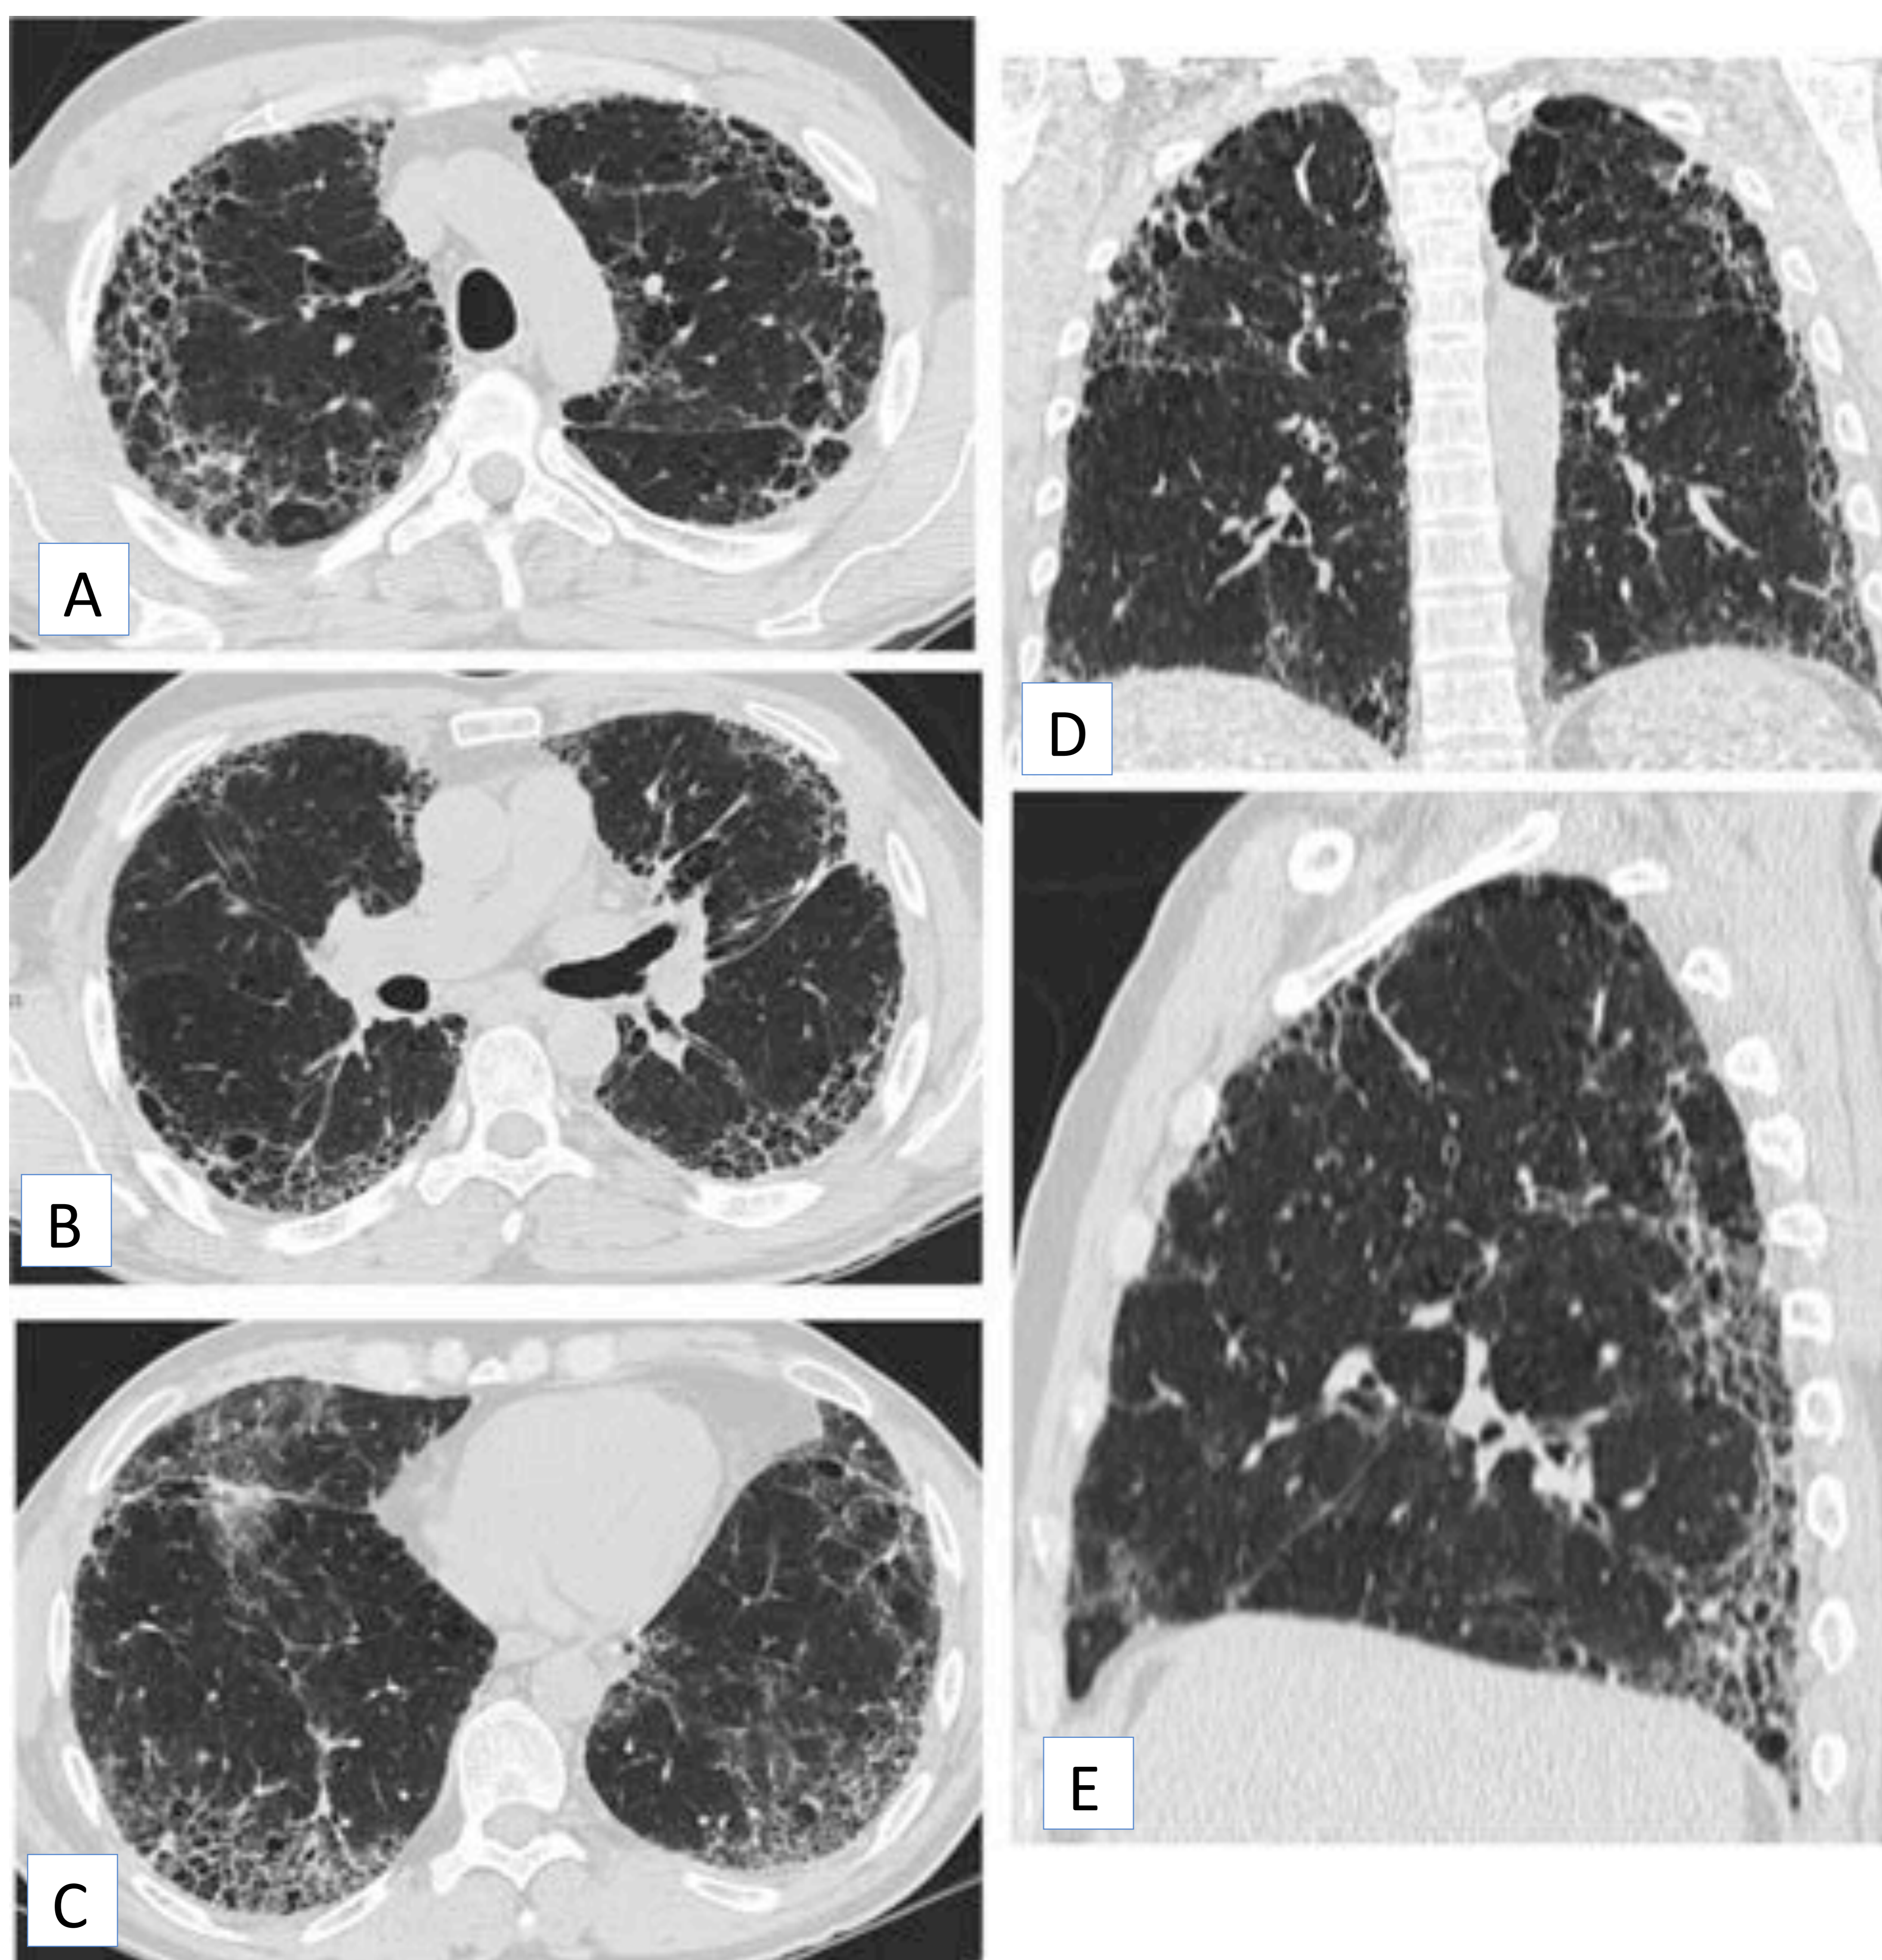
Paciente con artritis reumatoide y afectación pulmonar con patrón NIU. Imágenes de TC de tórax en los planos axial (A-C), coronal (D) y sagital (E).
